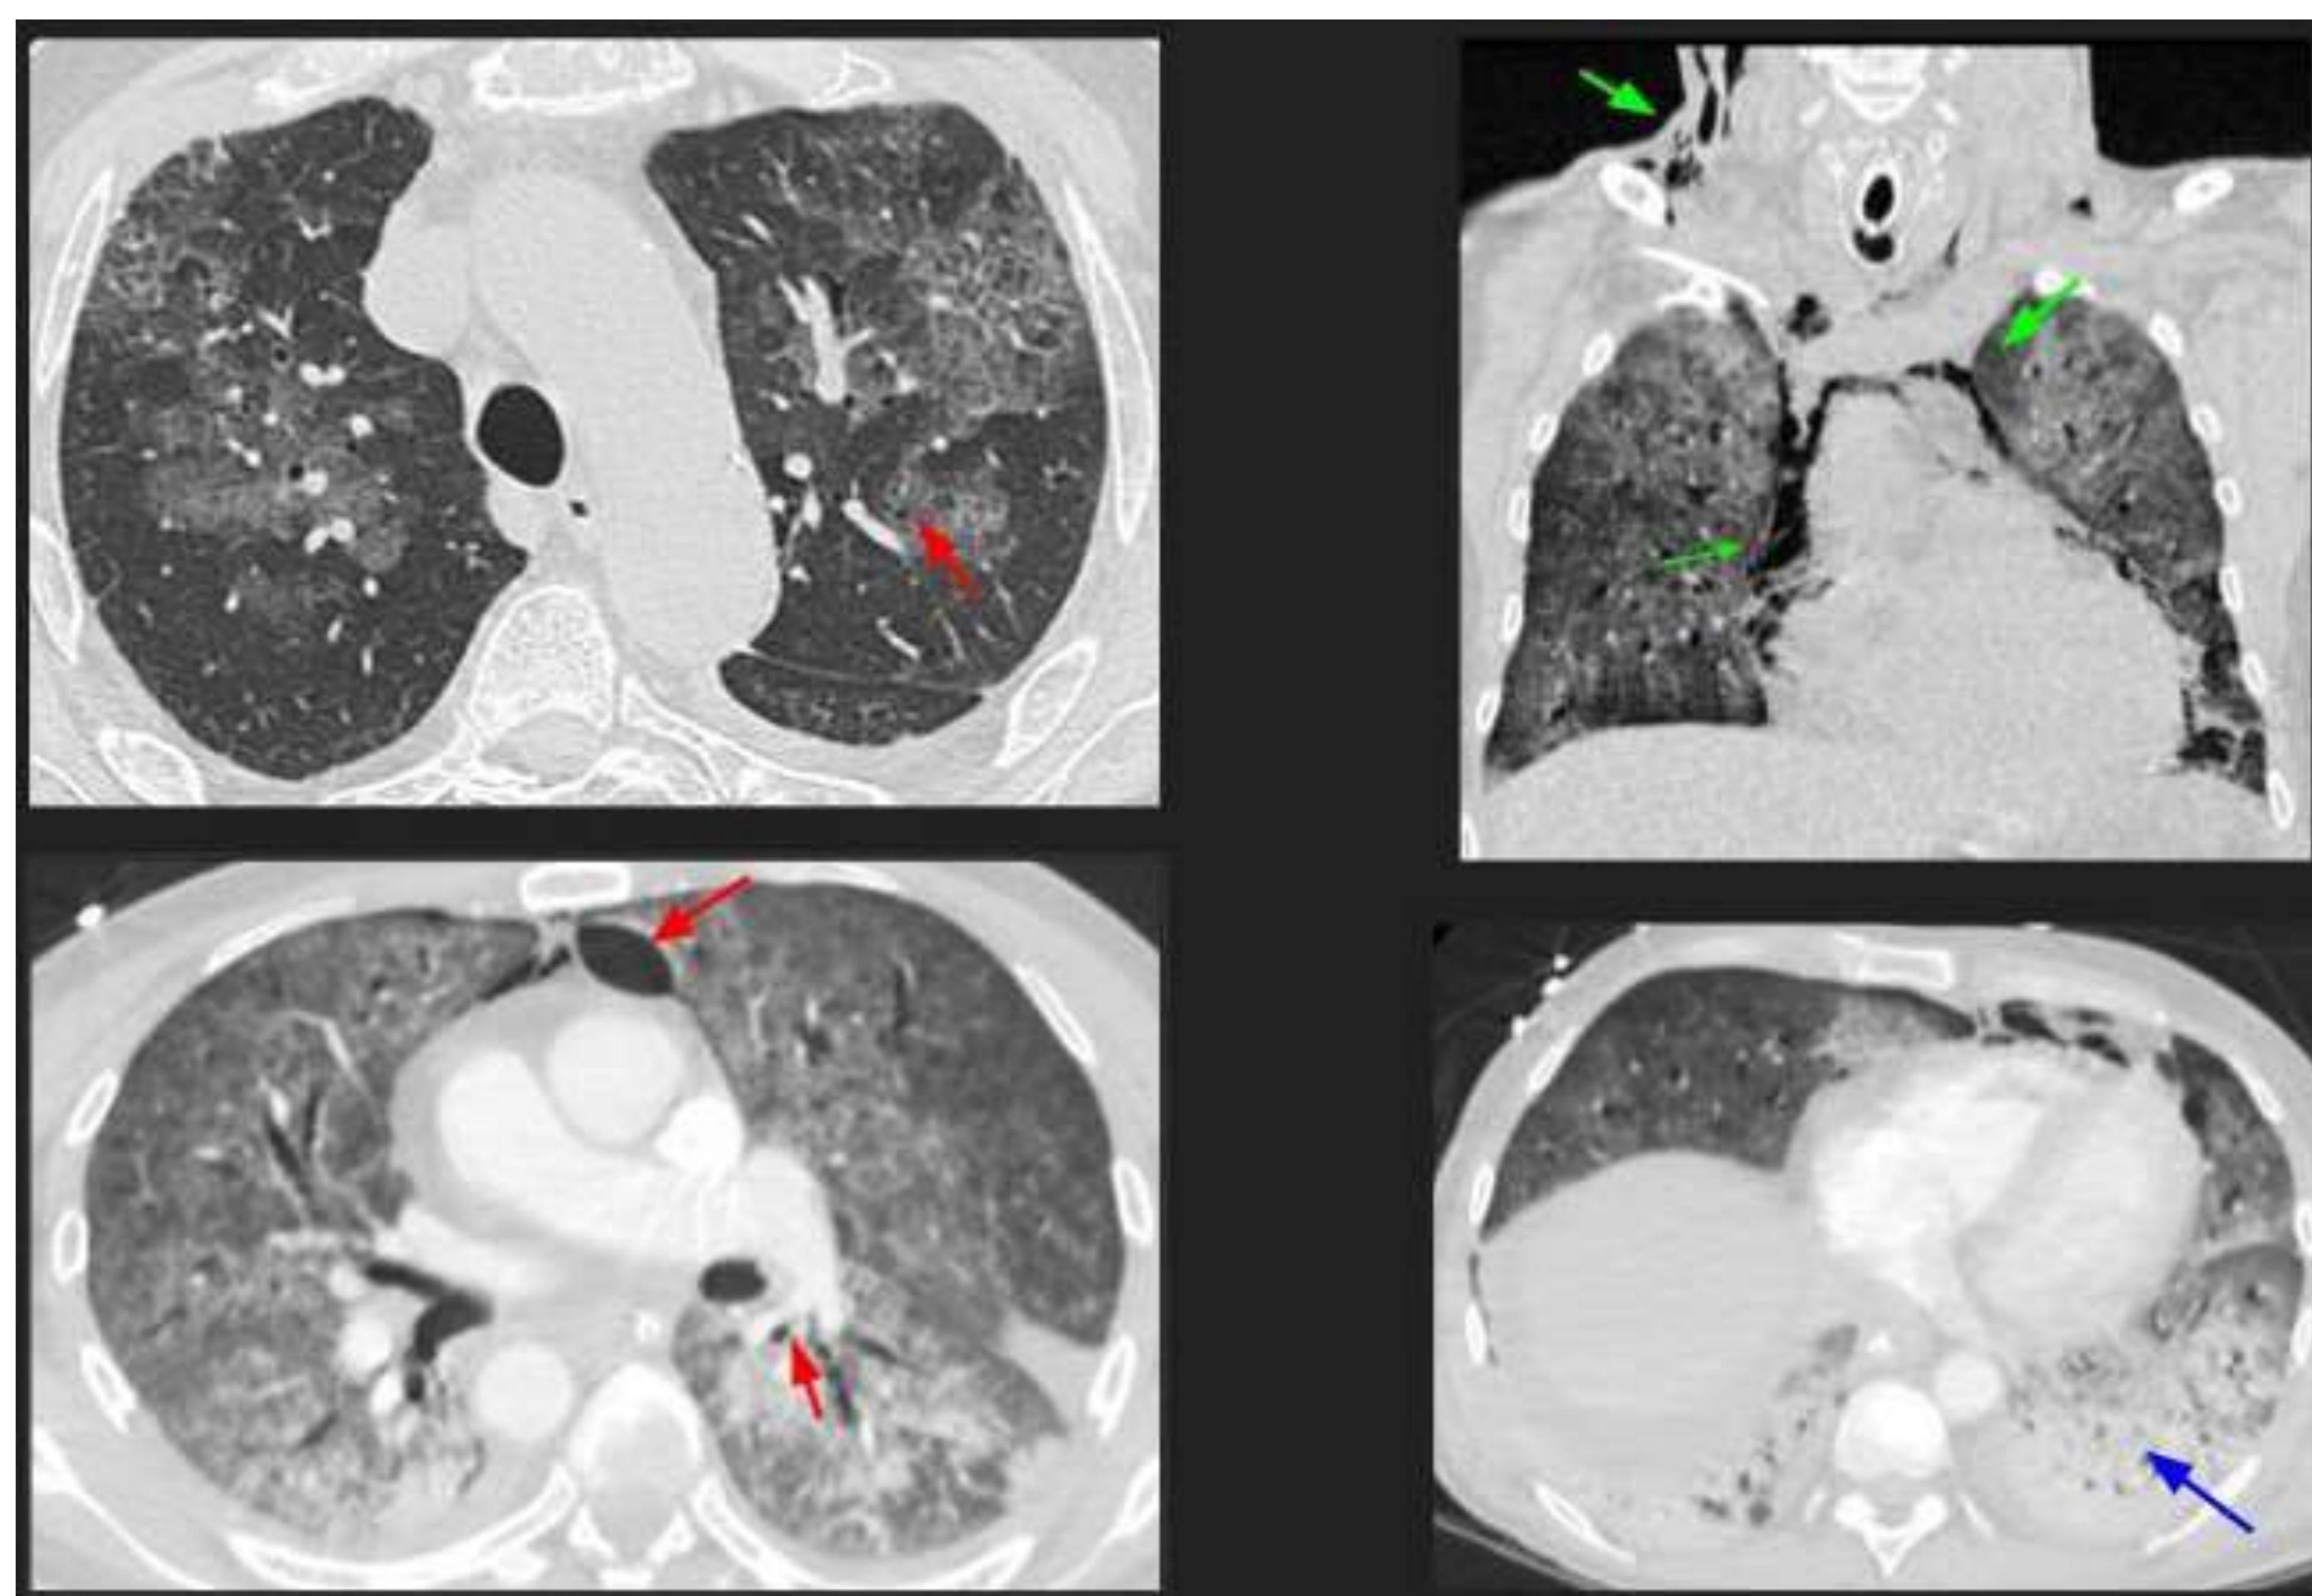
Las siguientes imágenes TC muestran múltiples quistes pulmonares (↗), asociados con una mayor frecuencia de neumotòrax espontáneo y neumomediastino (↗). También se puede observar una área de consolidación (↗).
